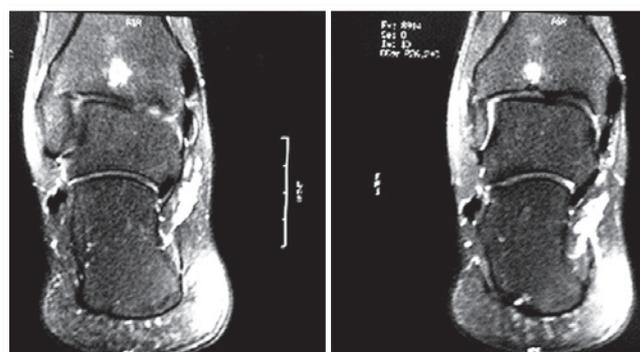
Ressonância magnética coronal em T2 pré-operatório.
